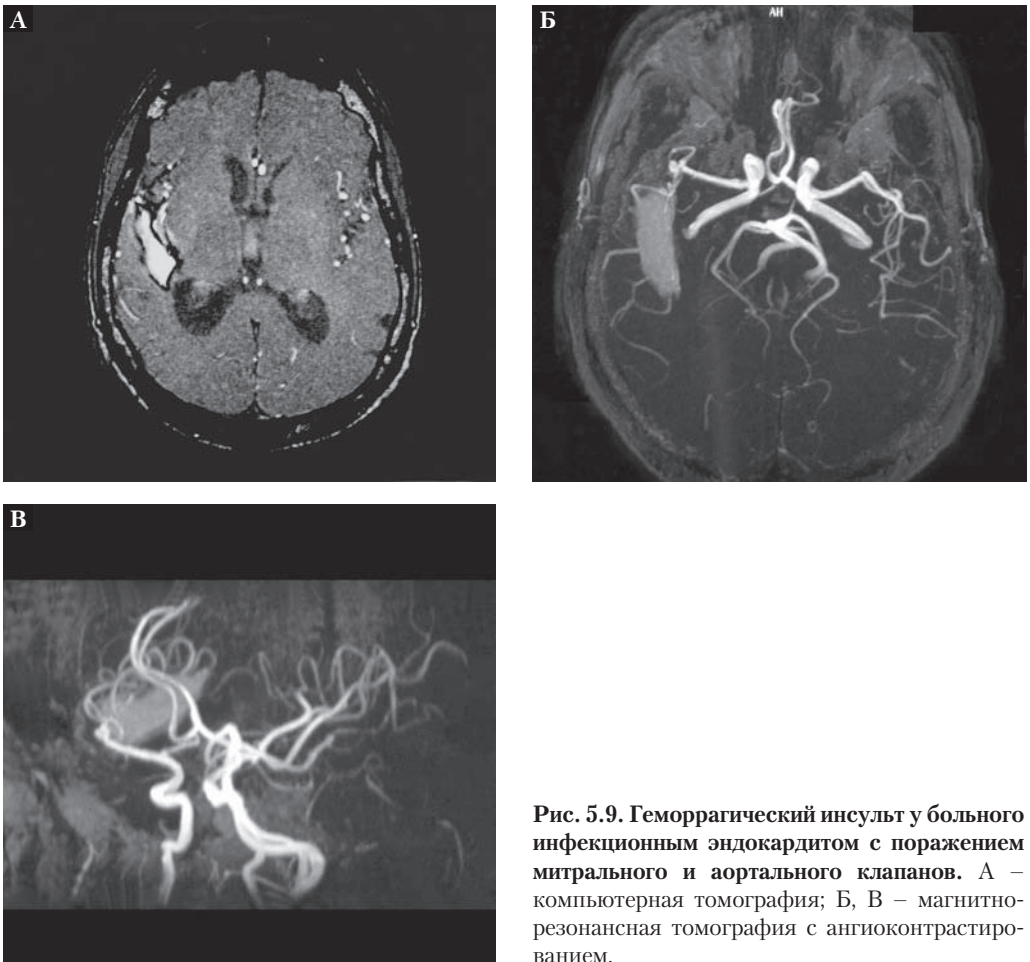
Геморрагический инсульт у больного инфекционным эндокардитом с поражением митрального и аортального клапанов. А – компьютерная томография; Б, В – магнитно-резонансная томография с ангиоконтрастированием.
